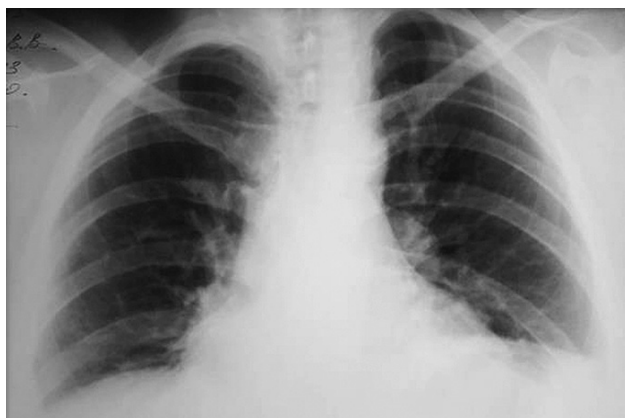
Контрольная рентгенография грудной клетки в прямой проекции через 16 лет после комплексного лечения.
